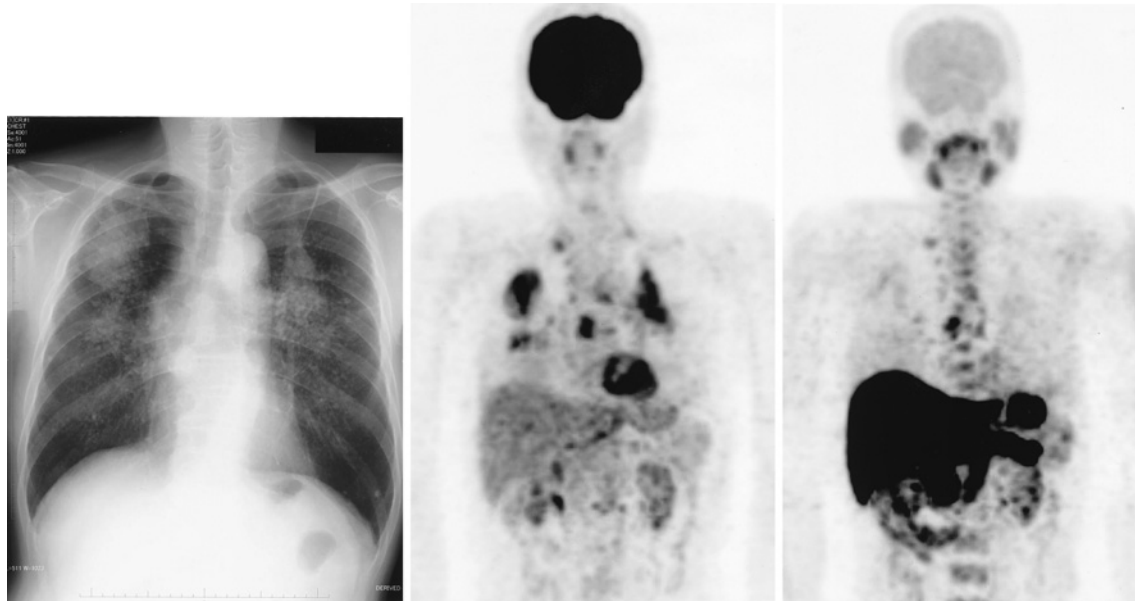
じん肺（4C型）の胸部X線写真（左）、FDG-PET画像（中）、MET-PET画像（右）
